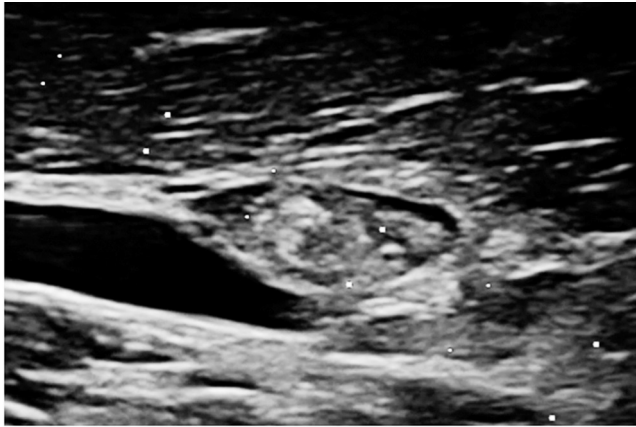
Antes de la ablación, el nódulo es sólido, con ecoestructura mixta, principalmente hiperecoico, con ecografía en modo B.
